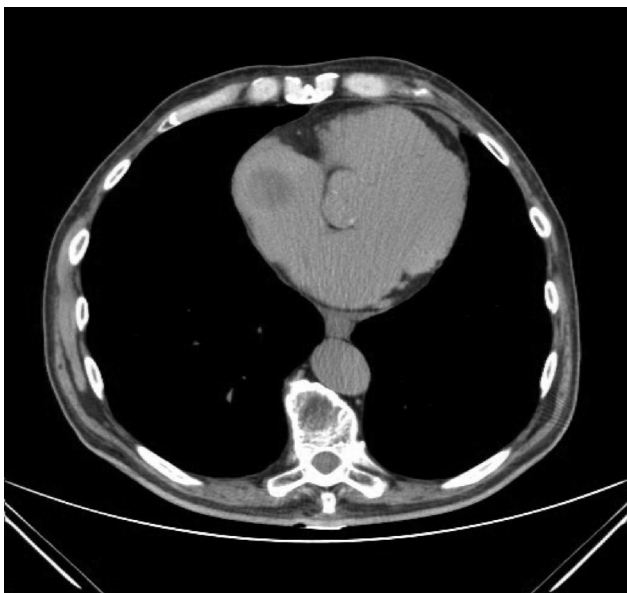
TAC torácica. Corte coronal. Imagen sugestiva de masa auricular derecha al diagnóstico.
